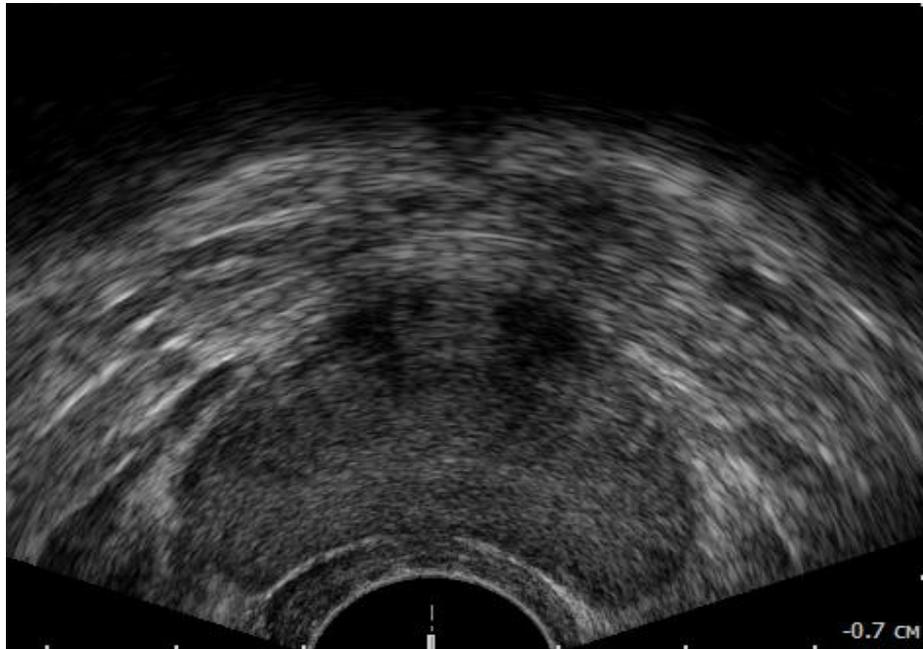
ТРУЗИ предстательной железы. Норма. Мужчина 27 лет. Отсутствие четких транзиторных зон и хирургической капсулы
